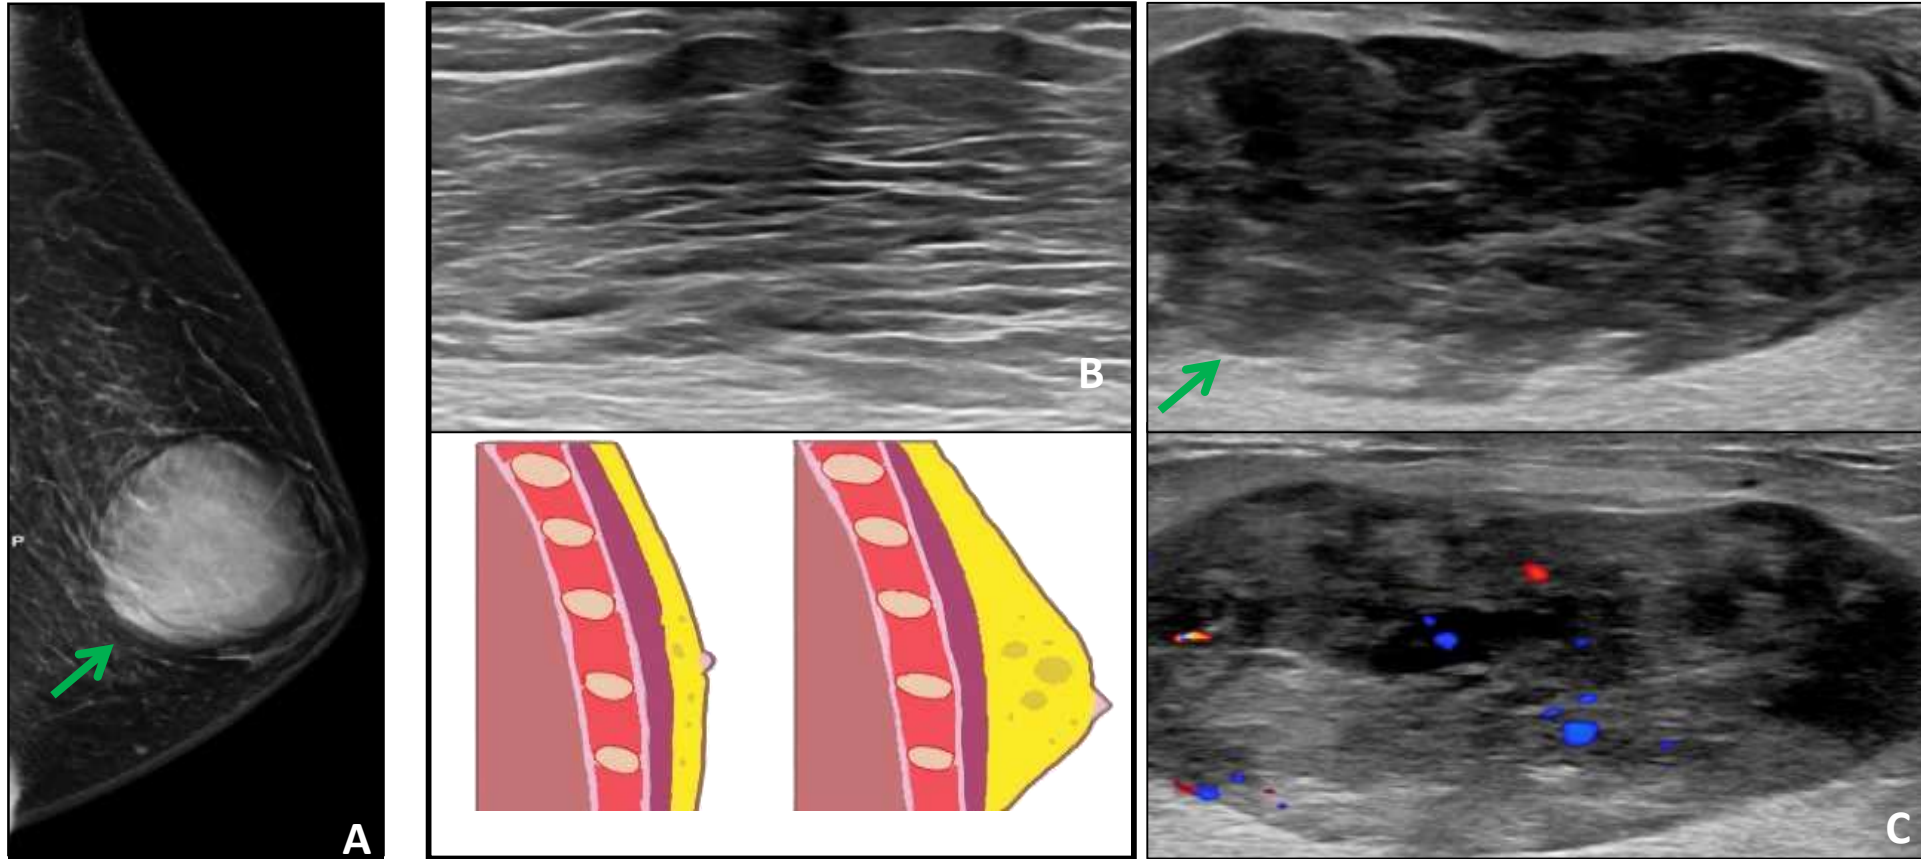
A) Mamografía con tomosíntesis: Paciente varón con ginecomastia bilateral y una masa retroareolar izquierda bien delimitada. B) Ecografía mamaria e ilustración gráfica que confirma y refleja la ginecomastia. C) Ecografía de la masa retroareolar izquierda ovalada y heterogénea, con márgenes bien definidos que muestra moderado flujo Doppler en su interior. Ante la sospecha de lesión maligna se realizó una biopsia con aguja gruesa cuyo diagnóstico histológico definitivo se correspondía con un miofibroblastoma.
